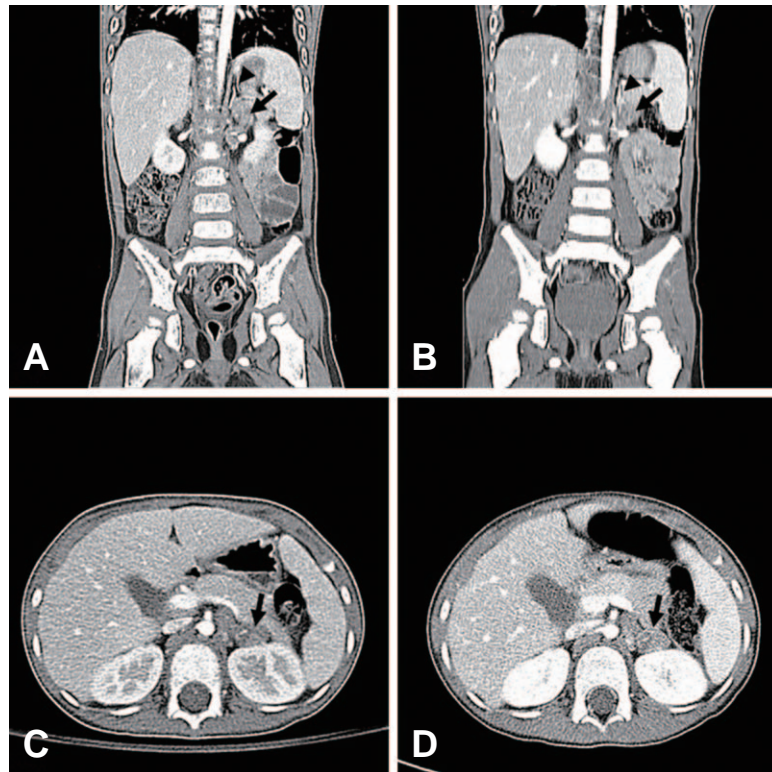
The results of computed tomography scan performed at our emergency department (A and C) and at another hospital (B and D), showing a mass indicating neuroblastoma. A contrast-enhanced mass in the left para-aortic area, approximately 20×30 mm in size, is marked by the black arrows, and the size and location are comparable between the results from the two institutions. This mass abuts the left adrenal gland indicated by the black arrowheads in A and B.
